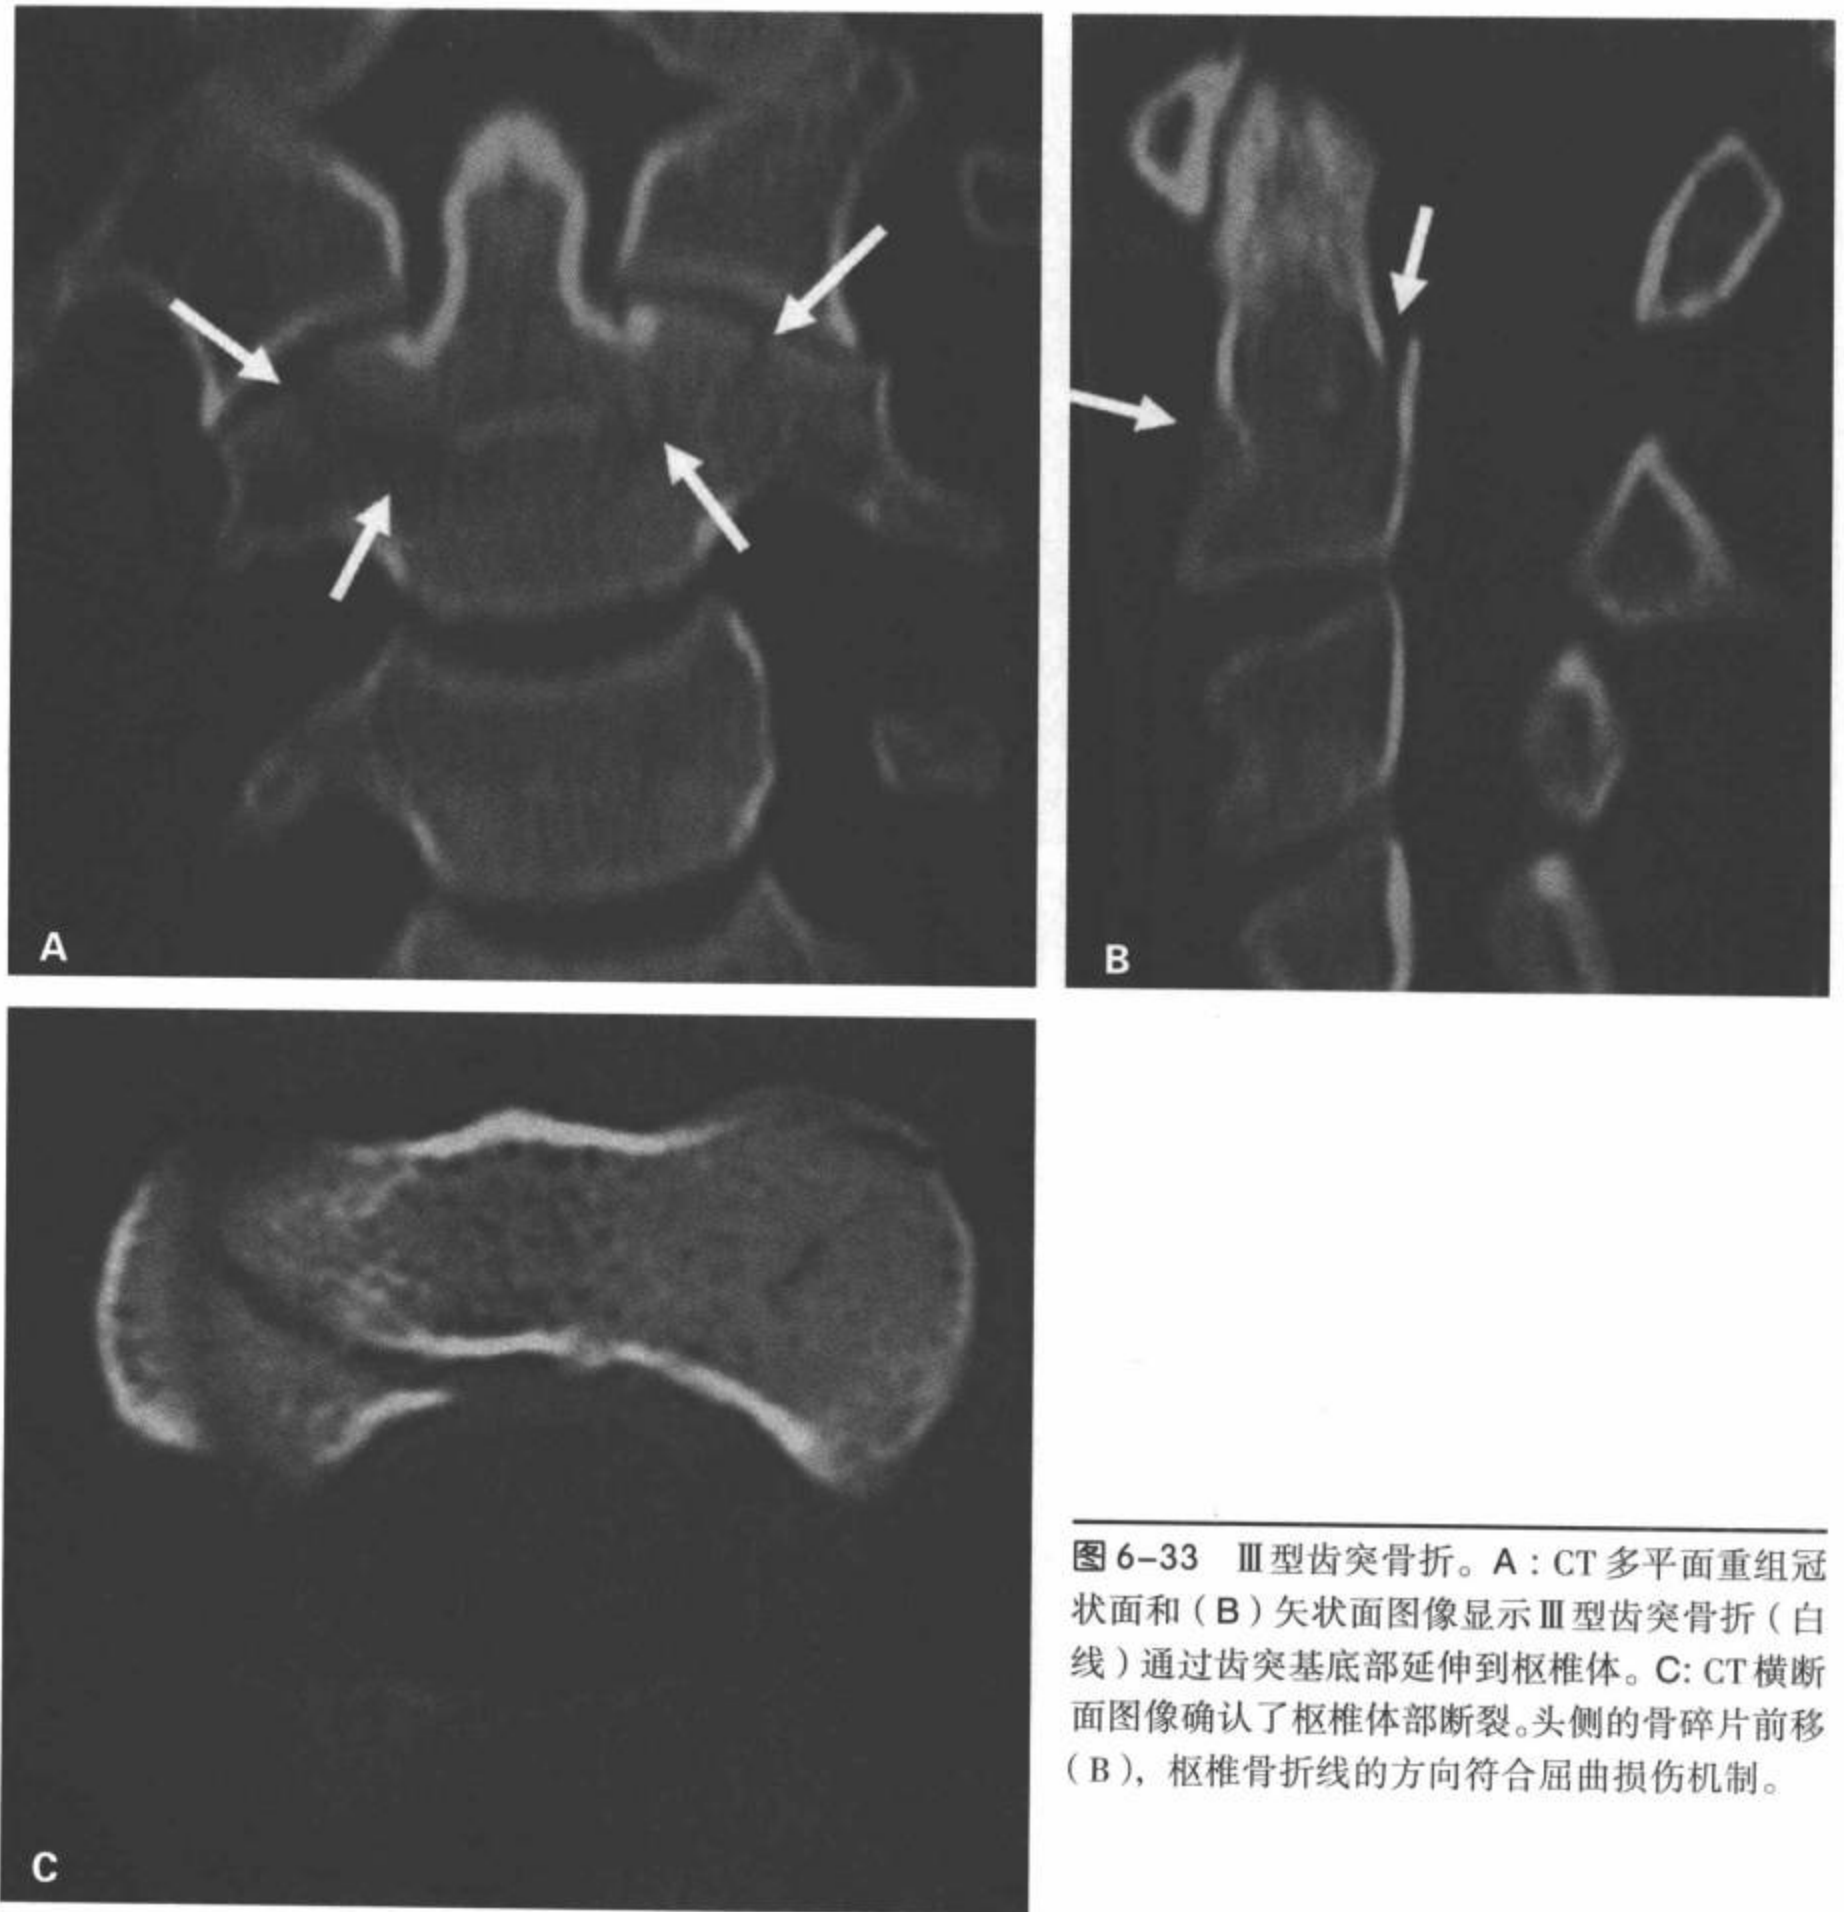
III型齿突骨折。A: CT多平面重组冠状面和(B)矢状面图像显示III型齿突骨折(白线)通过齿突基底部延伸到枢椎体。C: CT横断面图像确认了枢椎体部断裂。头侧的骨碎片前移(B), 枢椎骨折线的方向符合屈曲损伤机制。
